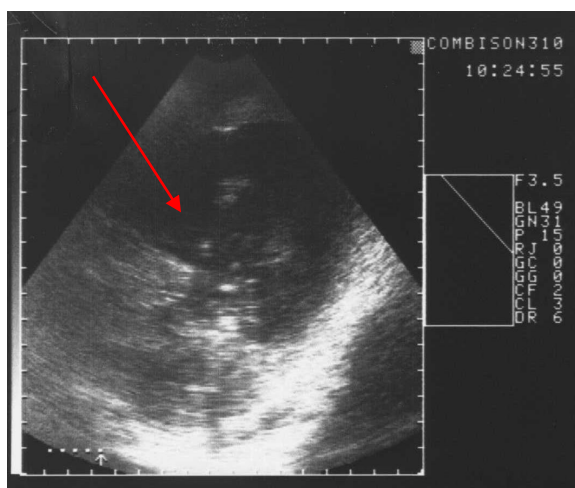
3.9. - УЗИ печени. Симптом одностороннего выпячивания контуров эхинококковой кисты
